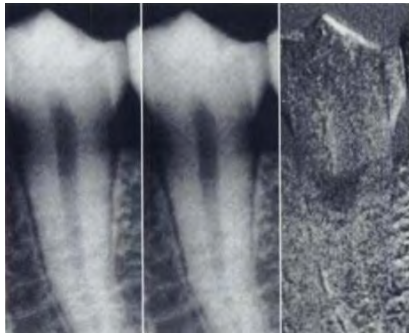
Radiografía de sustracción
